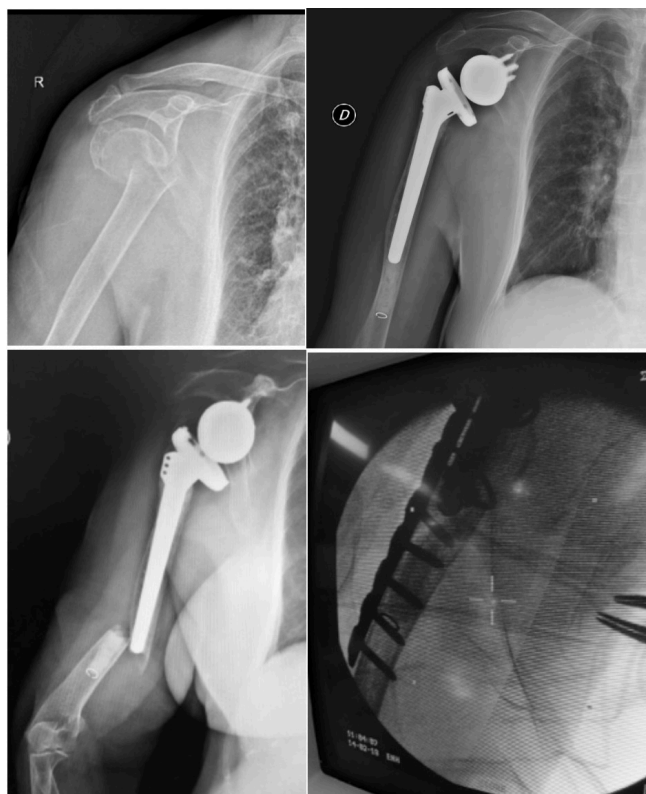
Radiografies corresponents al cas clínic n° 1
